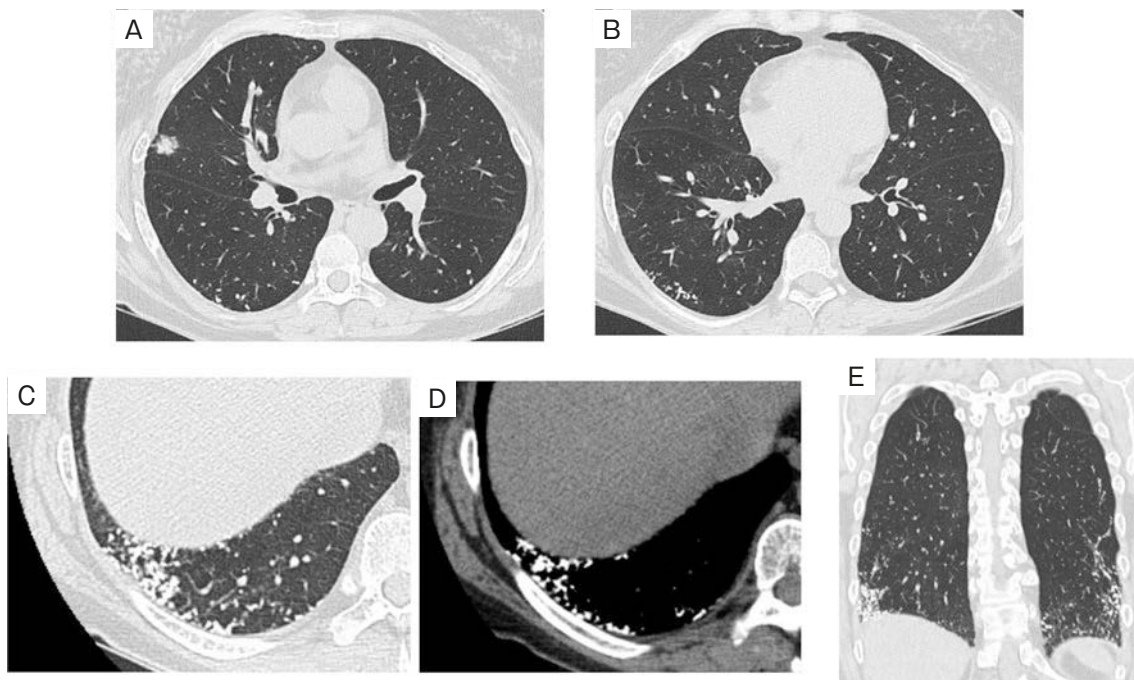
Chest CT at the initial visit. (A) A part-solid nodule was found in the S⁴ of the right lung. (B-E) Multiple high-density nodules were found in the bilateral lower lobes of the lung.
